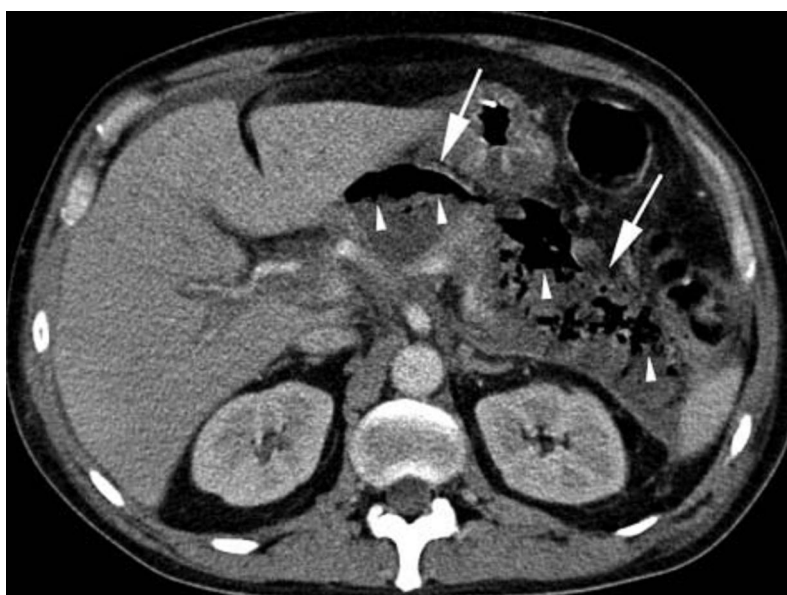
КТ-исследование при остром инфицированном панкреонекрозе. Имеется острое некротическое жидкостное скопление с гетерогенным содержанием в поджелудочной железе и перипанкреатической клетчатке (границы скопления обозначены стрелками) с пузырьками газа в зонах инфицирования некроза (обозначены треугольниками)
